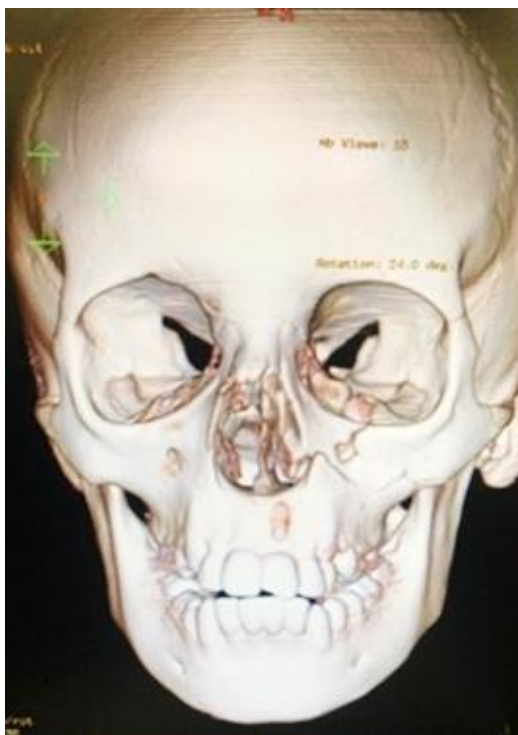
Tomografia computadorizada em reconstrução tridimensional evidenciando fratura Hemi Le Fort I, envolvendo pilar zigomático, canino e rebordo infraorbital do lado esquerdo da face
